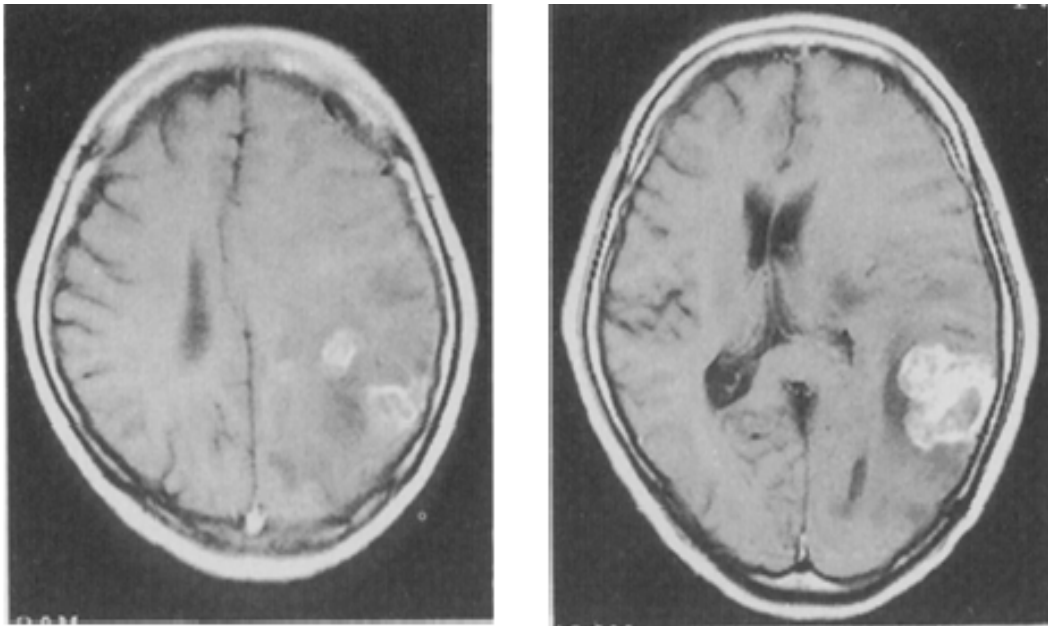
l'IRM sur des images renforcées pondérées TI révèle une tumeur irrégulière dans le lobe temporo-pariétal gauche [113].
